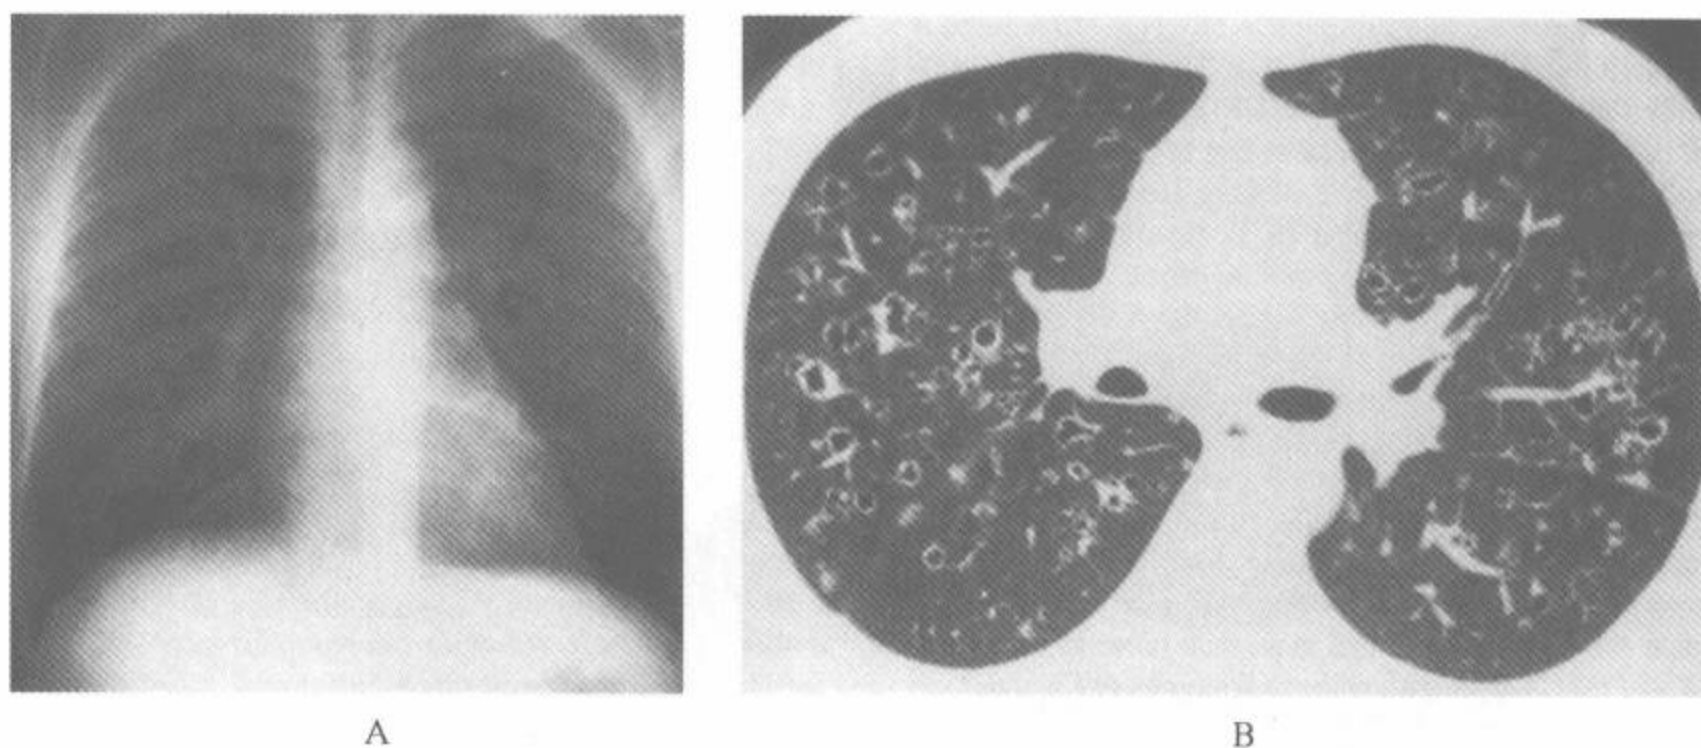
郎汉斯细胞组织细胞增多症病例中 HRCT 与胸片的对比
